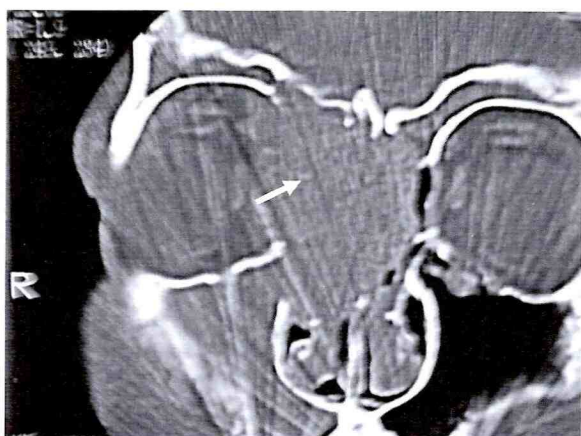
TC corte coronal (janela óssea). Caso 2. Acometimento de ambos etmoidais e erosão de lâmina cribiforme à direita (seta).
